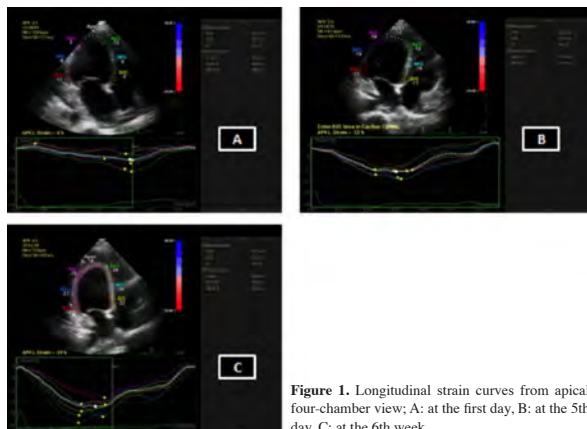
Longitudinal strain curves from apical four-chamber view; A: at the first day, B: at the 5th day, C: at the 6th week.
